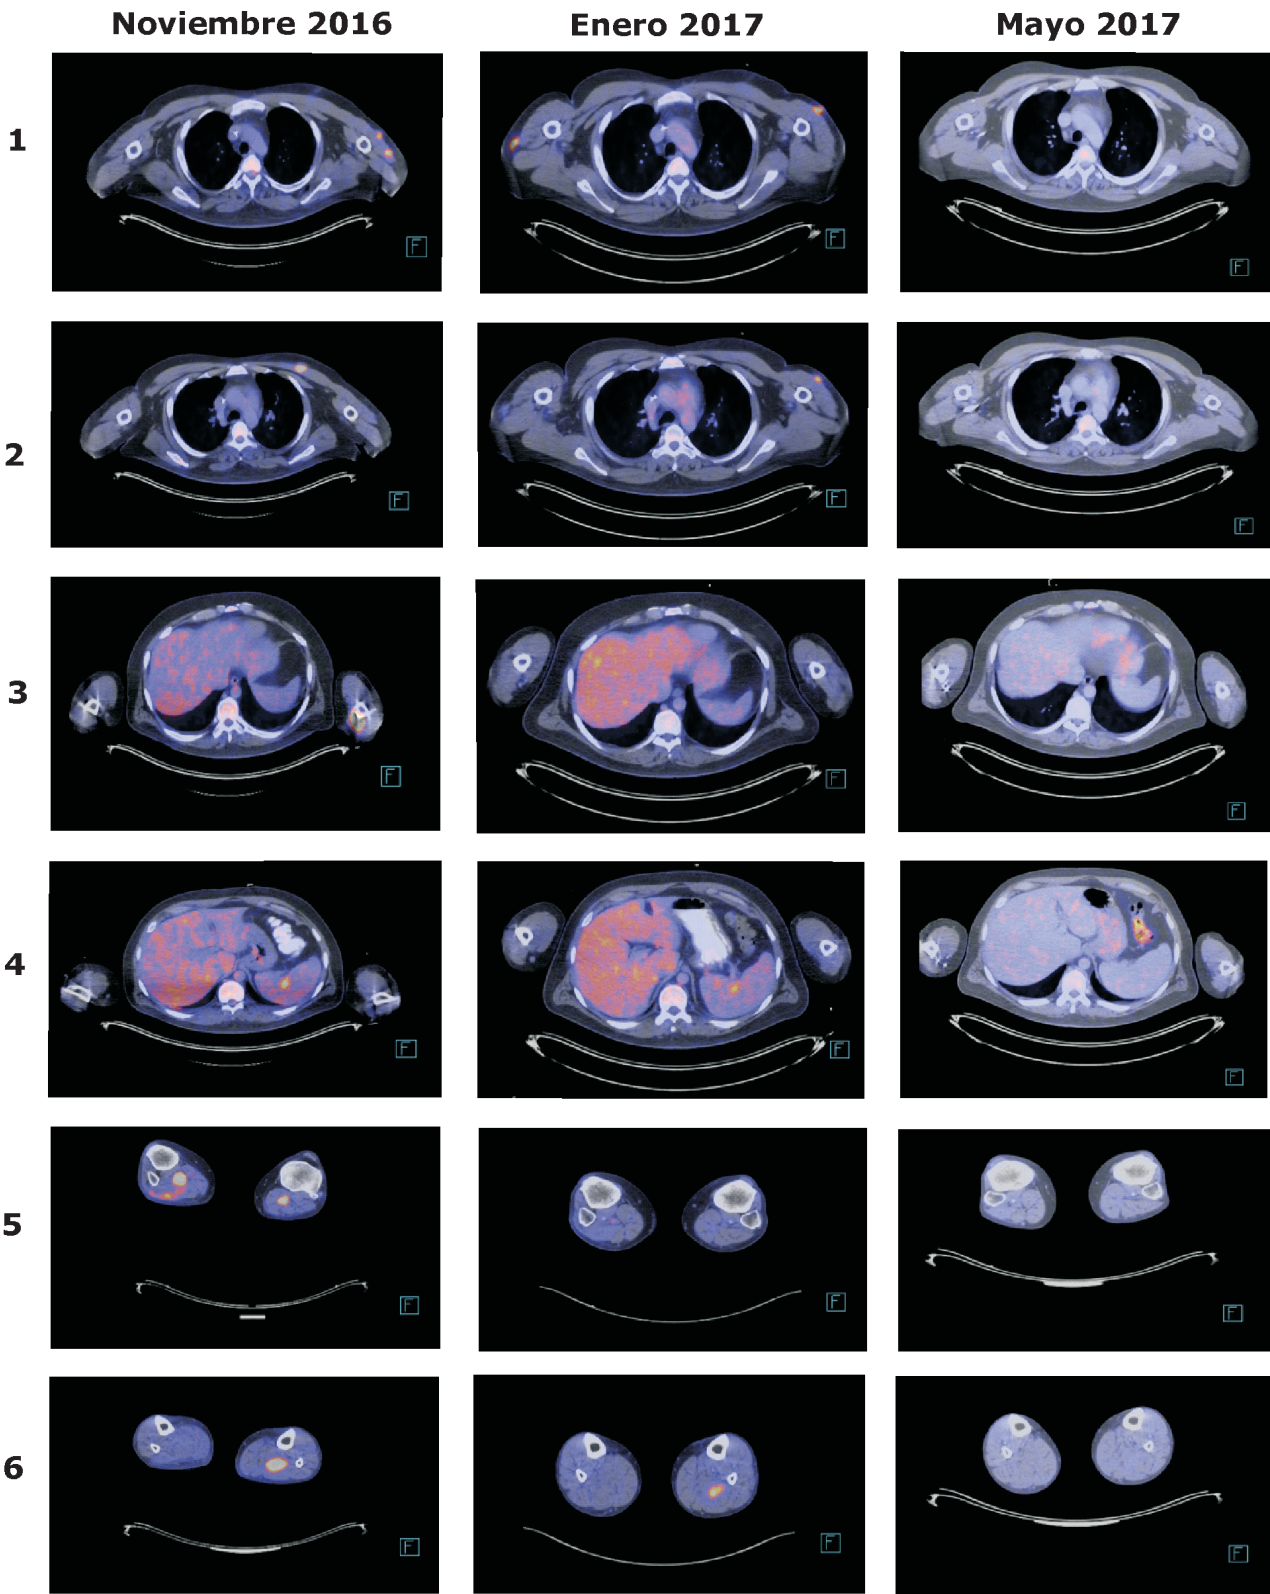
Imágenes de la evolución de la tomografía por emisión de positrones
